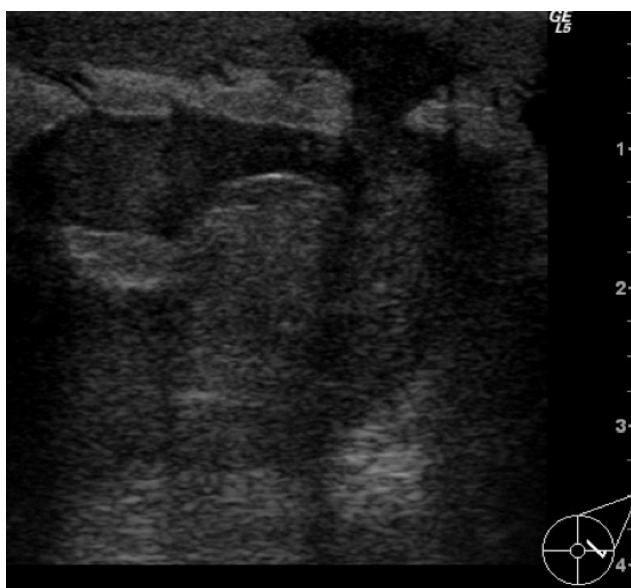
Ecografía de la mama izquierda donde se muestra una lesión hipoeoica de bordes angulados de disposición lineal con trayecto abierto a piel. Nótase el marcado engrosamiento cutáneo asociado.
